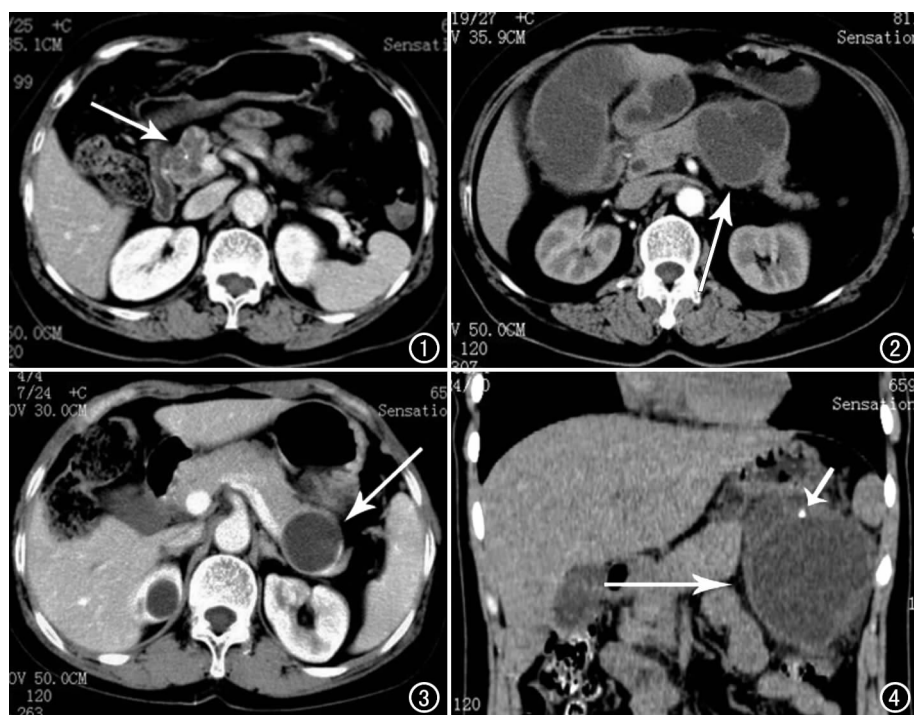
胰腺浆液性囊腺瘤。CT 示病灶位于胰头部,呈分叶状轮廓,多囊状结构(箭),小囊直径均小于 2 cm,病灶中心钙化。
